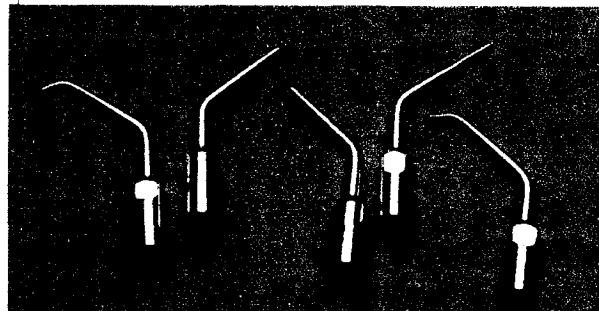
Différents inserts ultrasoniques. (D'après KIM et al.2001)
